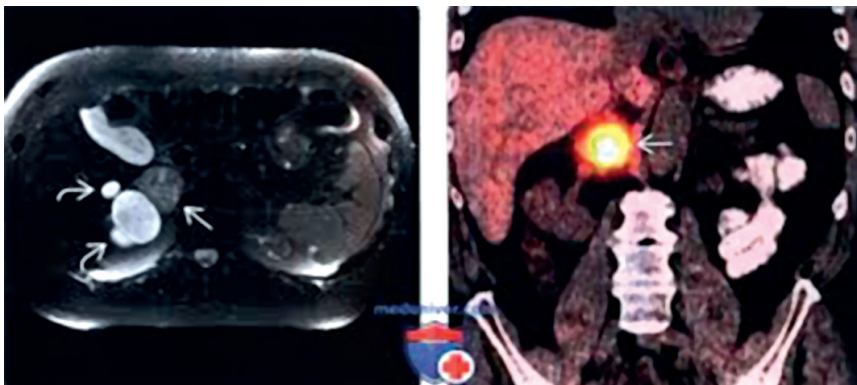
Феохромоцитома на КТ та ПЕТ зображеннях (стрілки).
